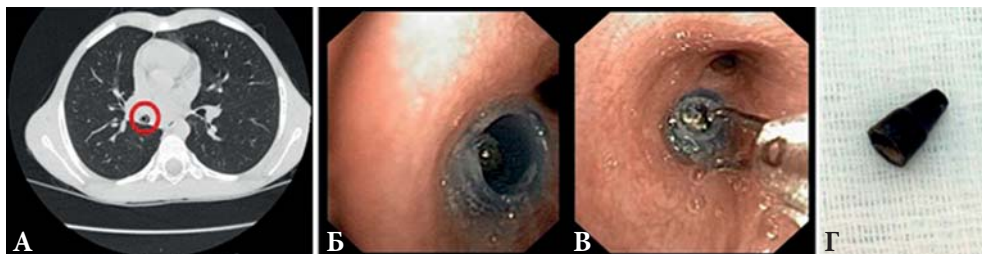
Инородное тело (колпачок от ручки) в просвете промежуточного бронха: визуализация ИТ на компьютерной томограмме (А), визуализация ИТ при фиброскопии (Б), захват щипцами и удаление ИТ (В), извлеченное ИТ (Г)
